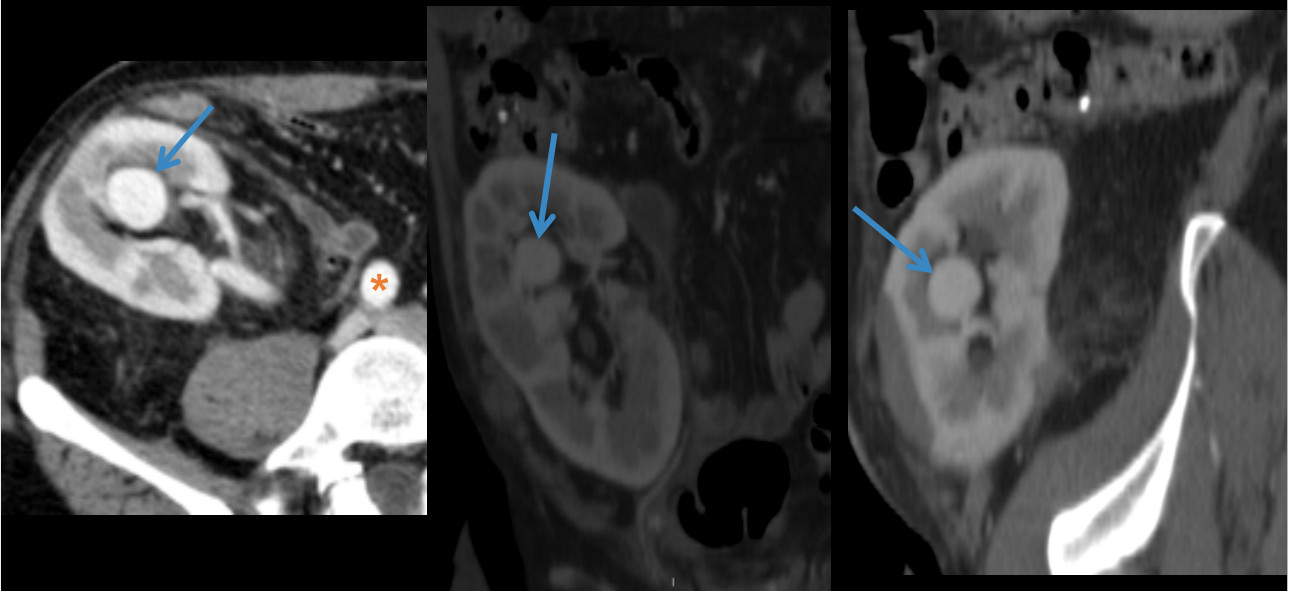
Reconstrucciones en axial, coronal y sagital de TC con contraste. Se visualiza en zona media del injerto renal, a nivel del seno, una lesión vascular de morfología ovoidea, adyacente a estructuras vasculares (arterias segmentarias) compatible con pseudoaneurisma (flechas azules), con opacificación similar a la arteria ilíaca común derecha (*).
